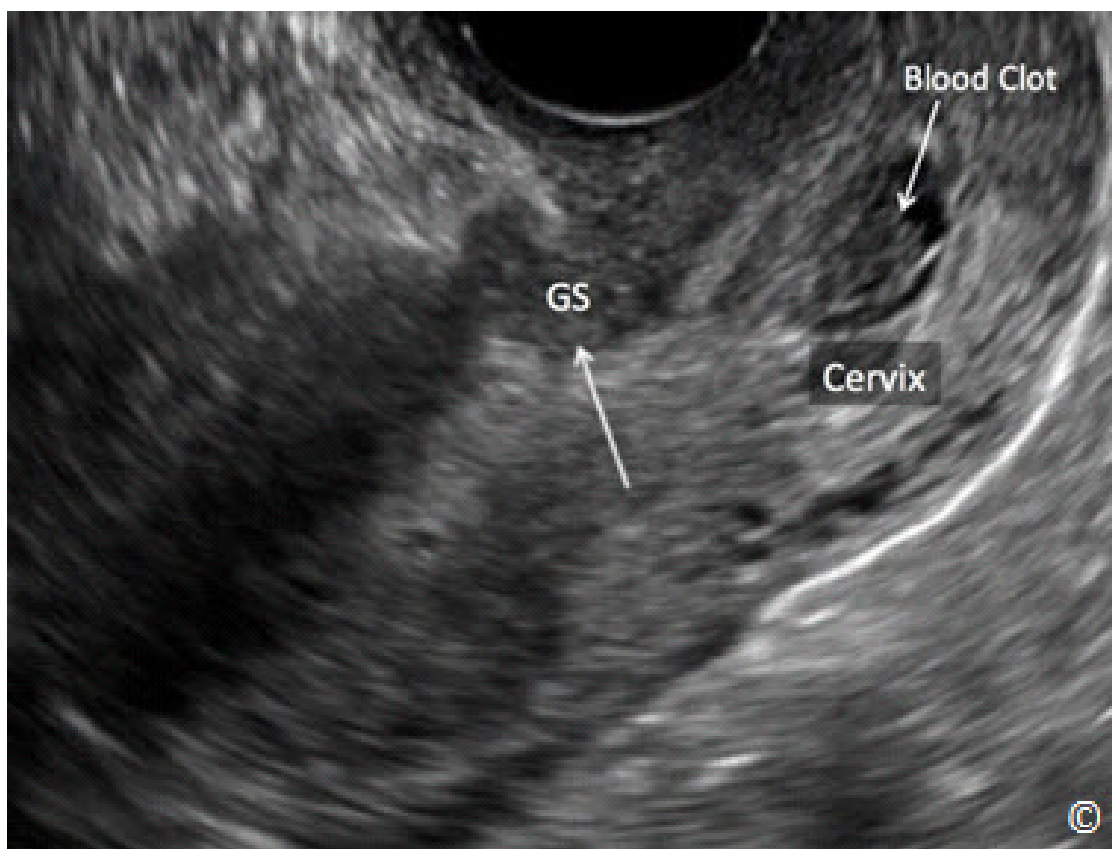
Ultrasonido transvaginal de un saco gestacional implantado en la cicatriz de una cesárea, 2 semanas después del tratamiento con inyección de metotrexato dirigida y guiada bajo ultrasonido (mismo embarazo como en la figura 8.15). Obsérvese que el saco gestacional (GS) se ha colapsado y un pequeño coágulo de sangre (con la etiqueta) aparece en el canal cervical (cérvix).
